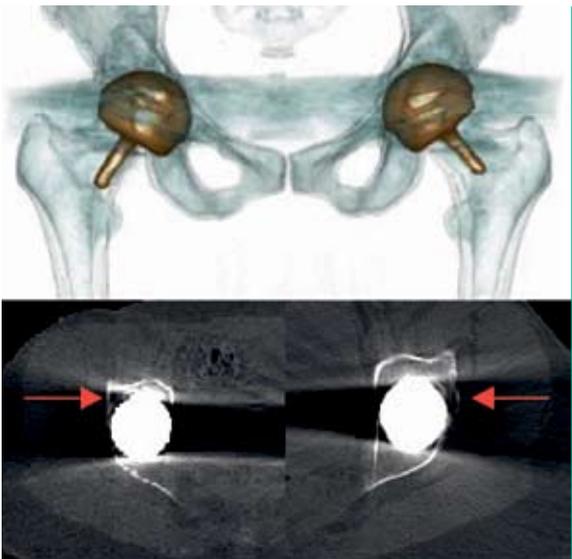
CT Becken mit 3-D-Rekonstruktion, fraglichen Osteolysen im Azetabulum-Pfannen-Interface.
